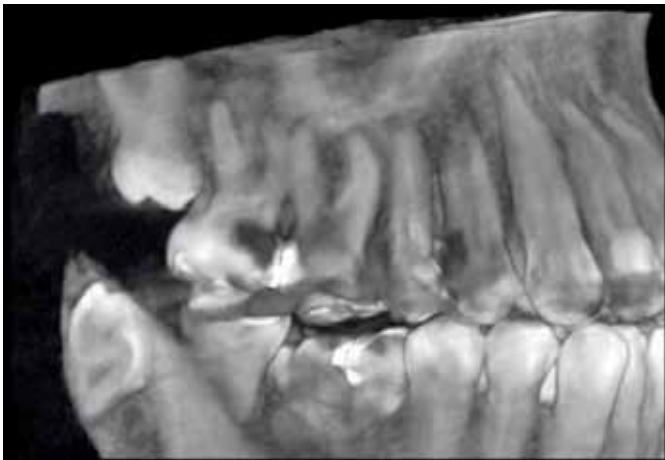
CBCT buccal vision of the maxillary right second molar, the two expected buccal roots can be observed.
